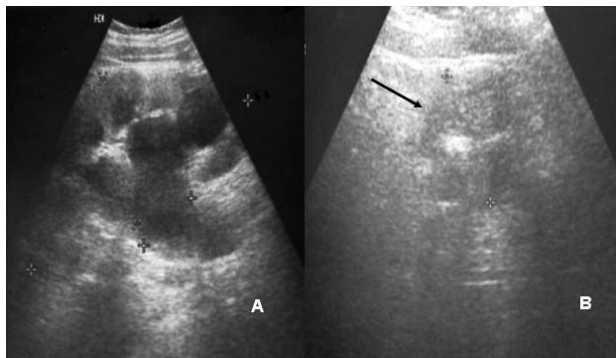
Ultrasonido renal con ectasia severa derecha secundaria a reflujo (Imagen A) y riñón izquierdo displásico con aumento de la ecogenicidad (Imagen B).
